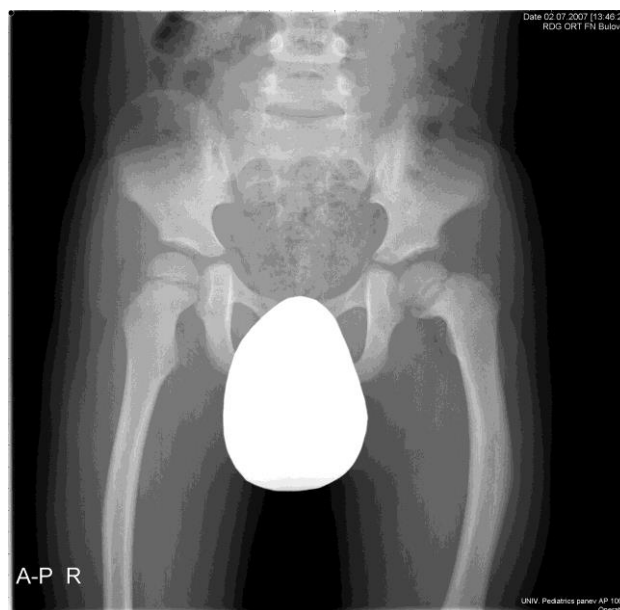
XLV. RTG pánve s kyčlemi, AP
